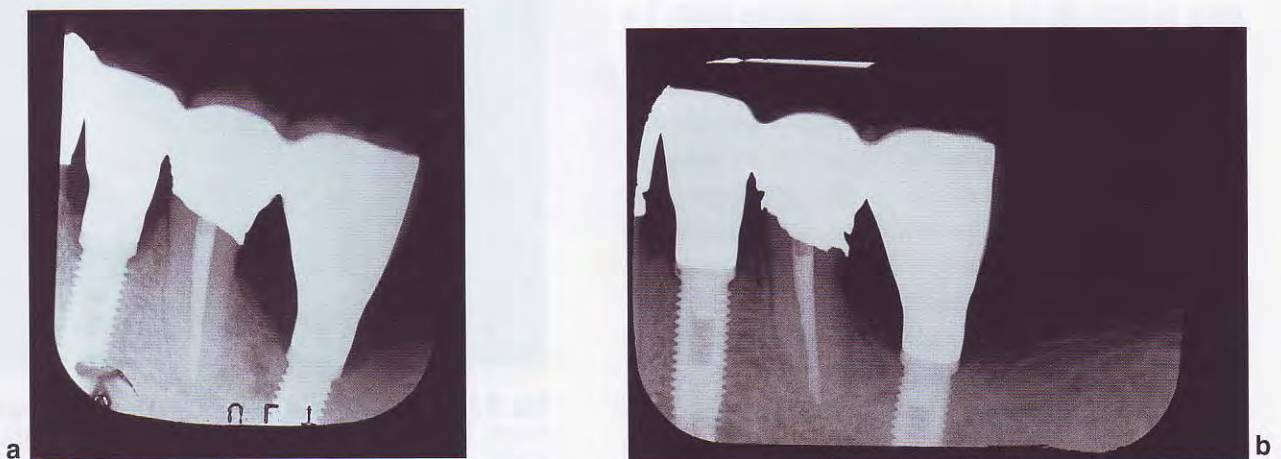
Radiografía intraoral de un implante de gran diámetro. En las rehabilitaciones fijas de los sectores posteriores, estos implantes constituyen la selección a realizar: poseen mayor resistencia mecánica y mejoran el perfil de emergencia de la corona clínica.
